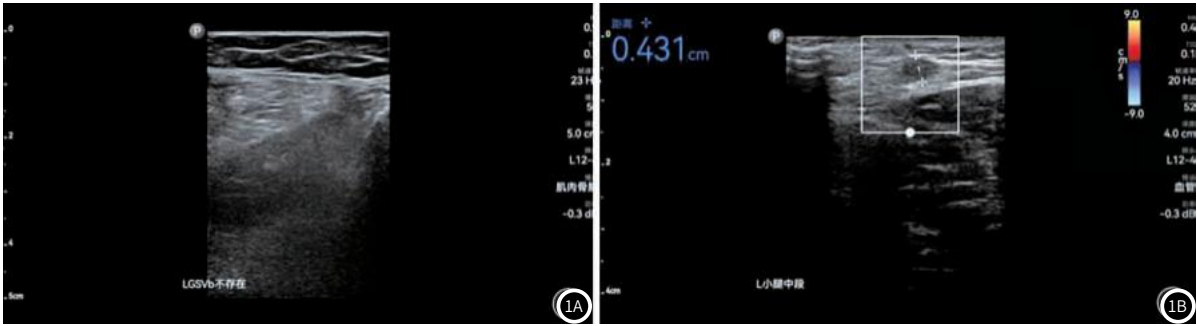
典型病例超声图片。图1A：为下肢静脉曲张患者高位结扎剥脱术后超声图片；图1B：为射频消融术后超声图片。
